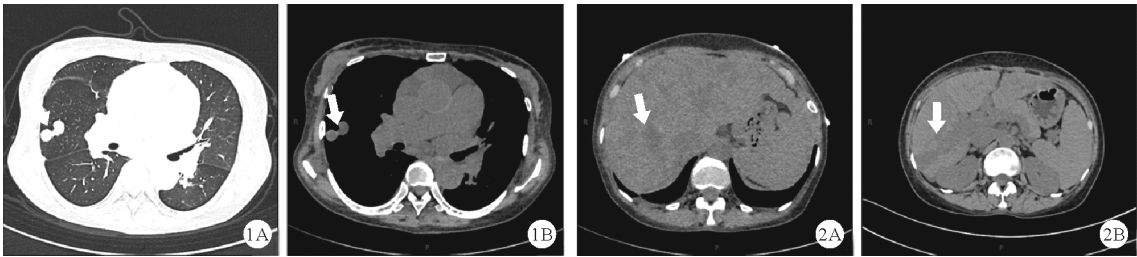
2019 年 10 月 1 日患者 1 胸部 CT 结果(A:肺窗;B:纵膈窗;箭头所示为右肺中叶增粗迂曲血管) 图2 2022 年 7 月 24 日患者 1 腹部 CT 结果(软组织窗不同层面示肝动静脉畸形术后改变,肝内及肝门部多发血管迂曲增宽,如箭头所示;A:肺窗;B:纵膈窗)
